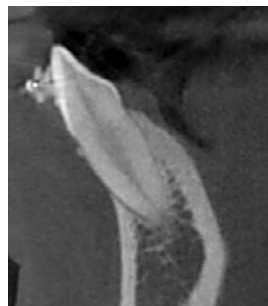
Сагиттальный срез КТ в области зуба 3.1 до лечения
